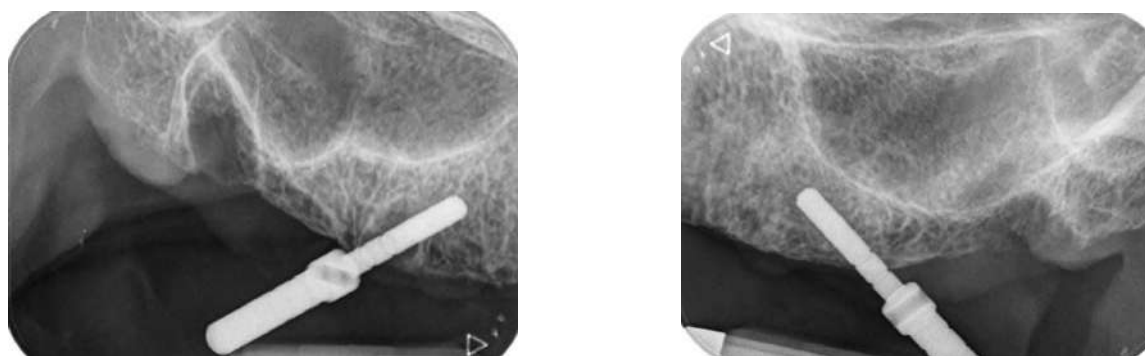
Radiografías trans-operatorias para verificar dirección de osteotomía
